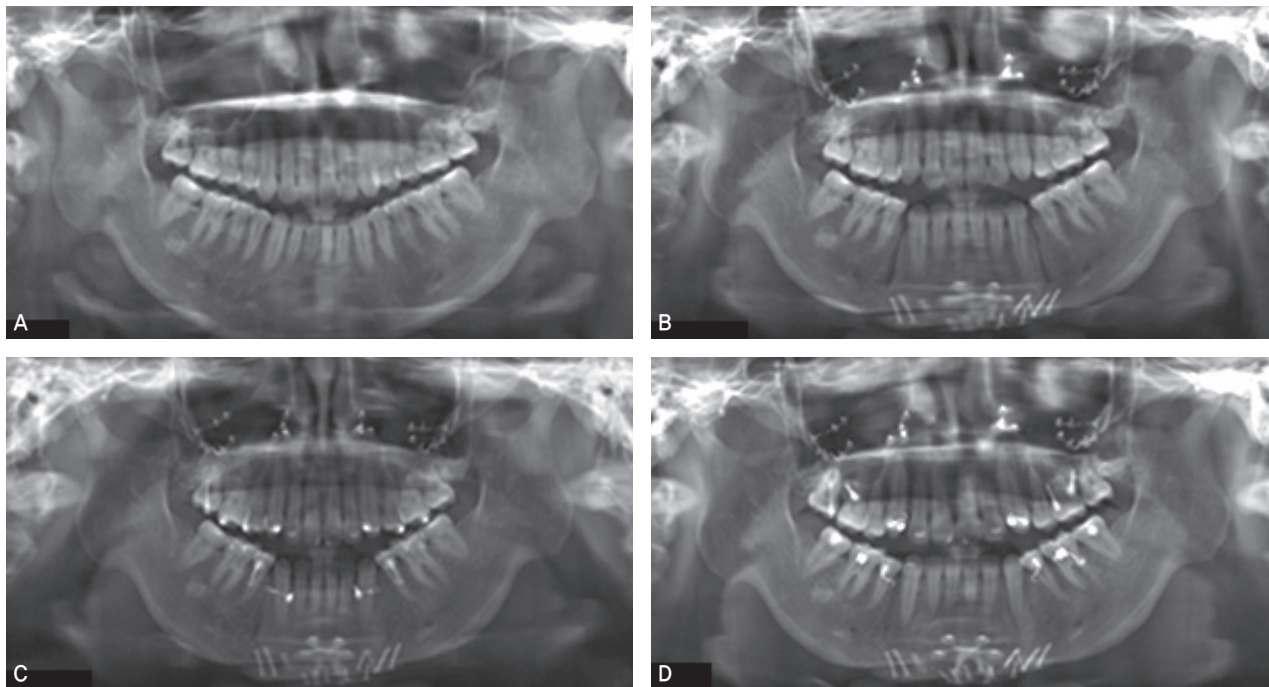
Panoramic radiographs at initial (A), after anterior segmental osteotomy (B), after 2 months (C), after 7 months (D).
